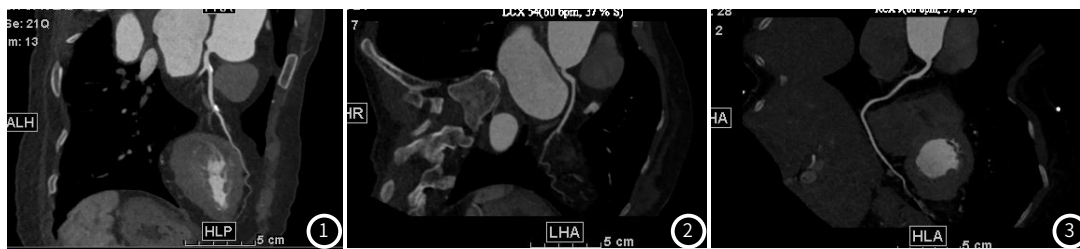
CT扫描示左冠状动脉主干近段见钙化斑块,局部管腔轻度狭窄。图2~图3 CT示其余血管未见明显异常。
